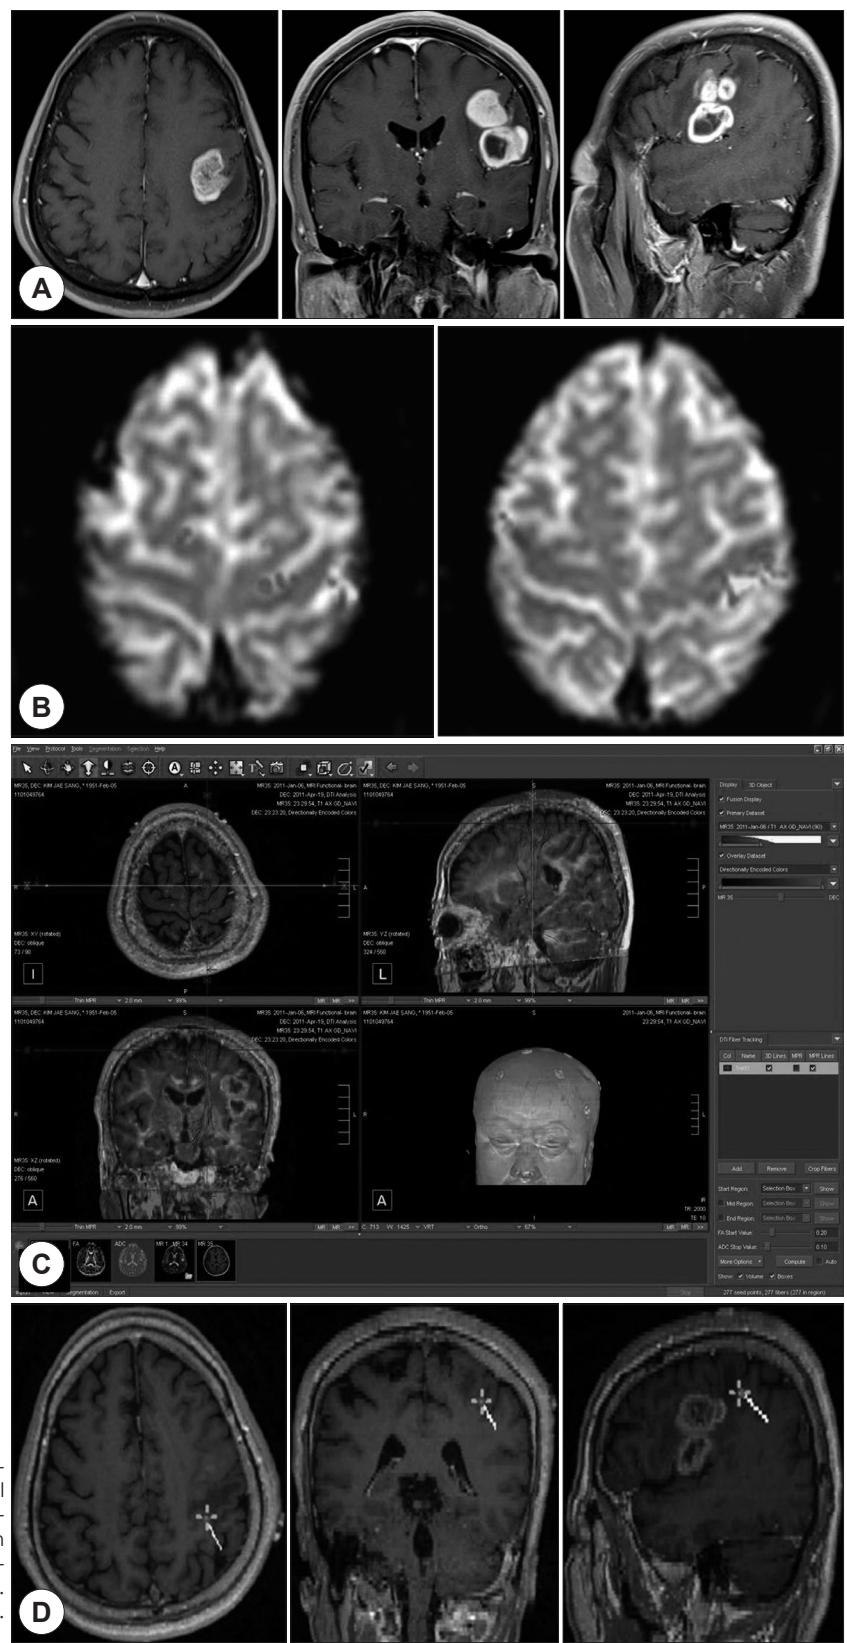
Case 2. 59-year old male with a left parietal tumor. Conventional MRI (A). FunctionaI MRI : The broad activation areas in both the primary sensorimotor area. Objective detection of the central sulcus is not possible (B). DTI tractography : The central sulcus can be localized. But functional area is still unable to define (C). MEG : The central sulcus is well defined (D).
